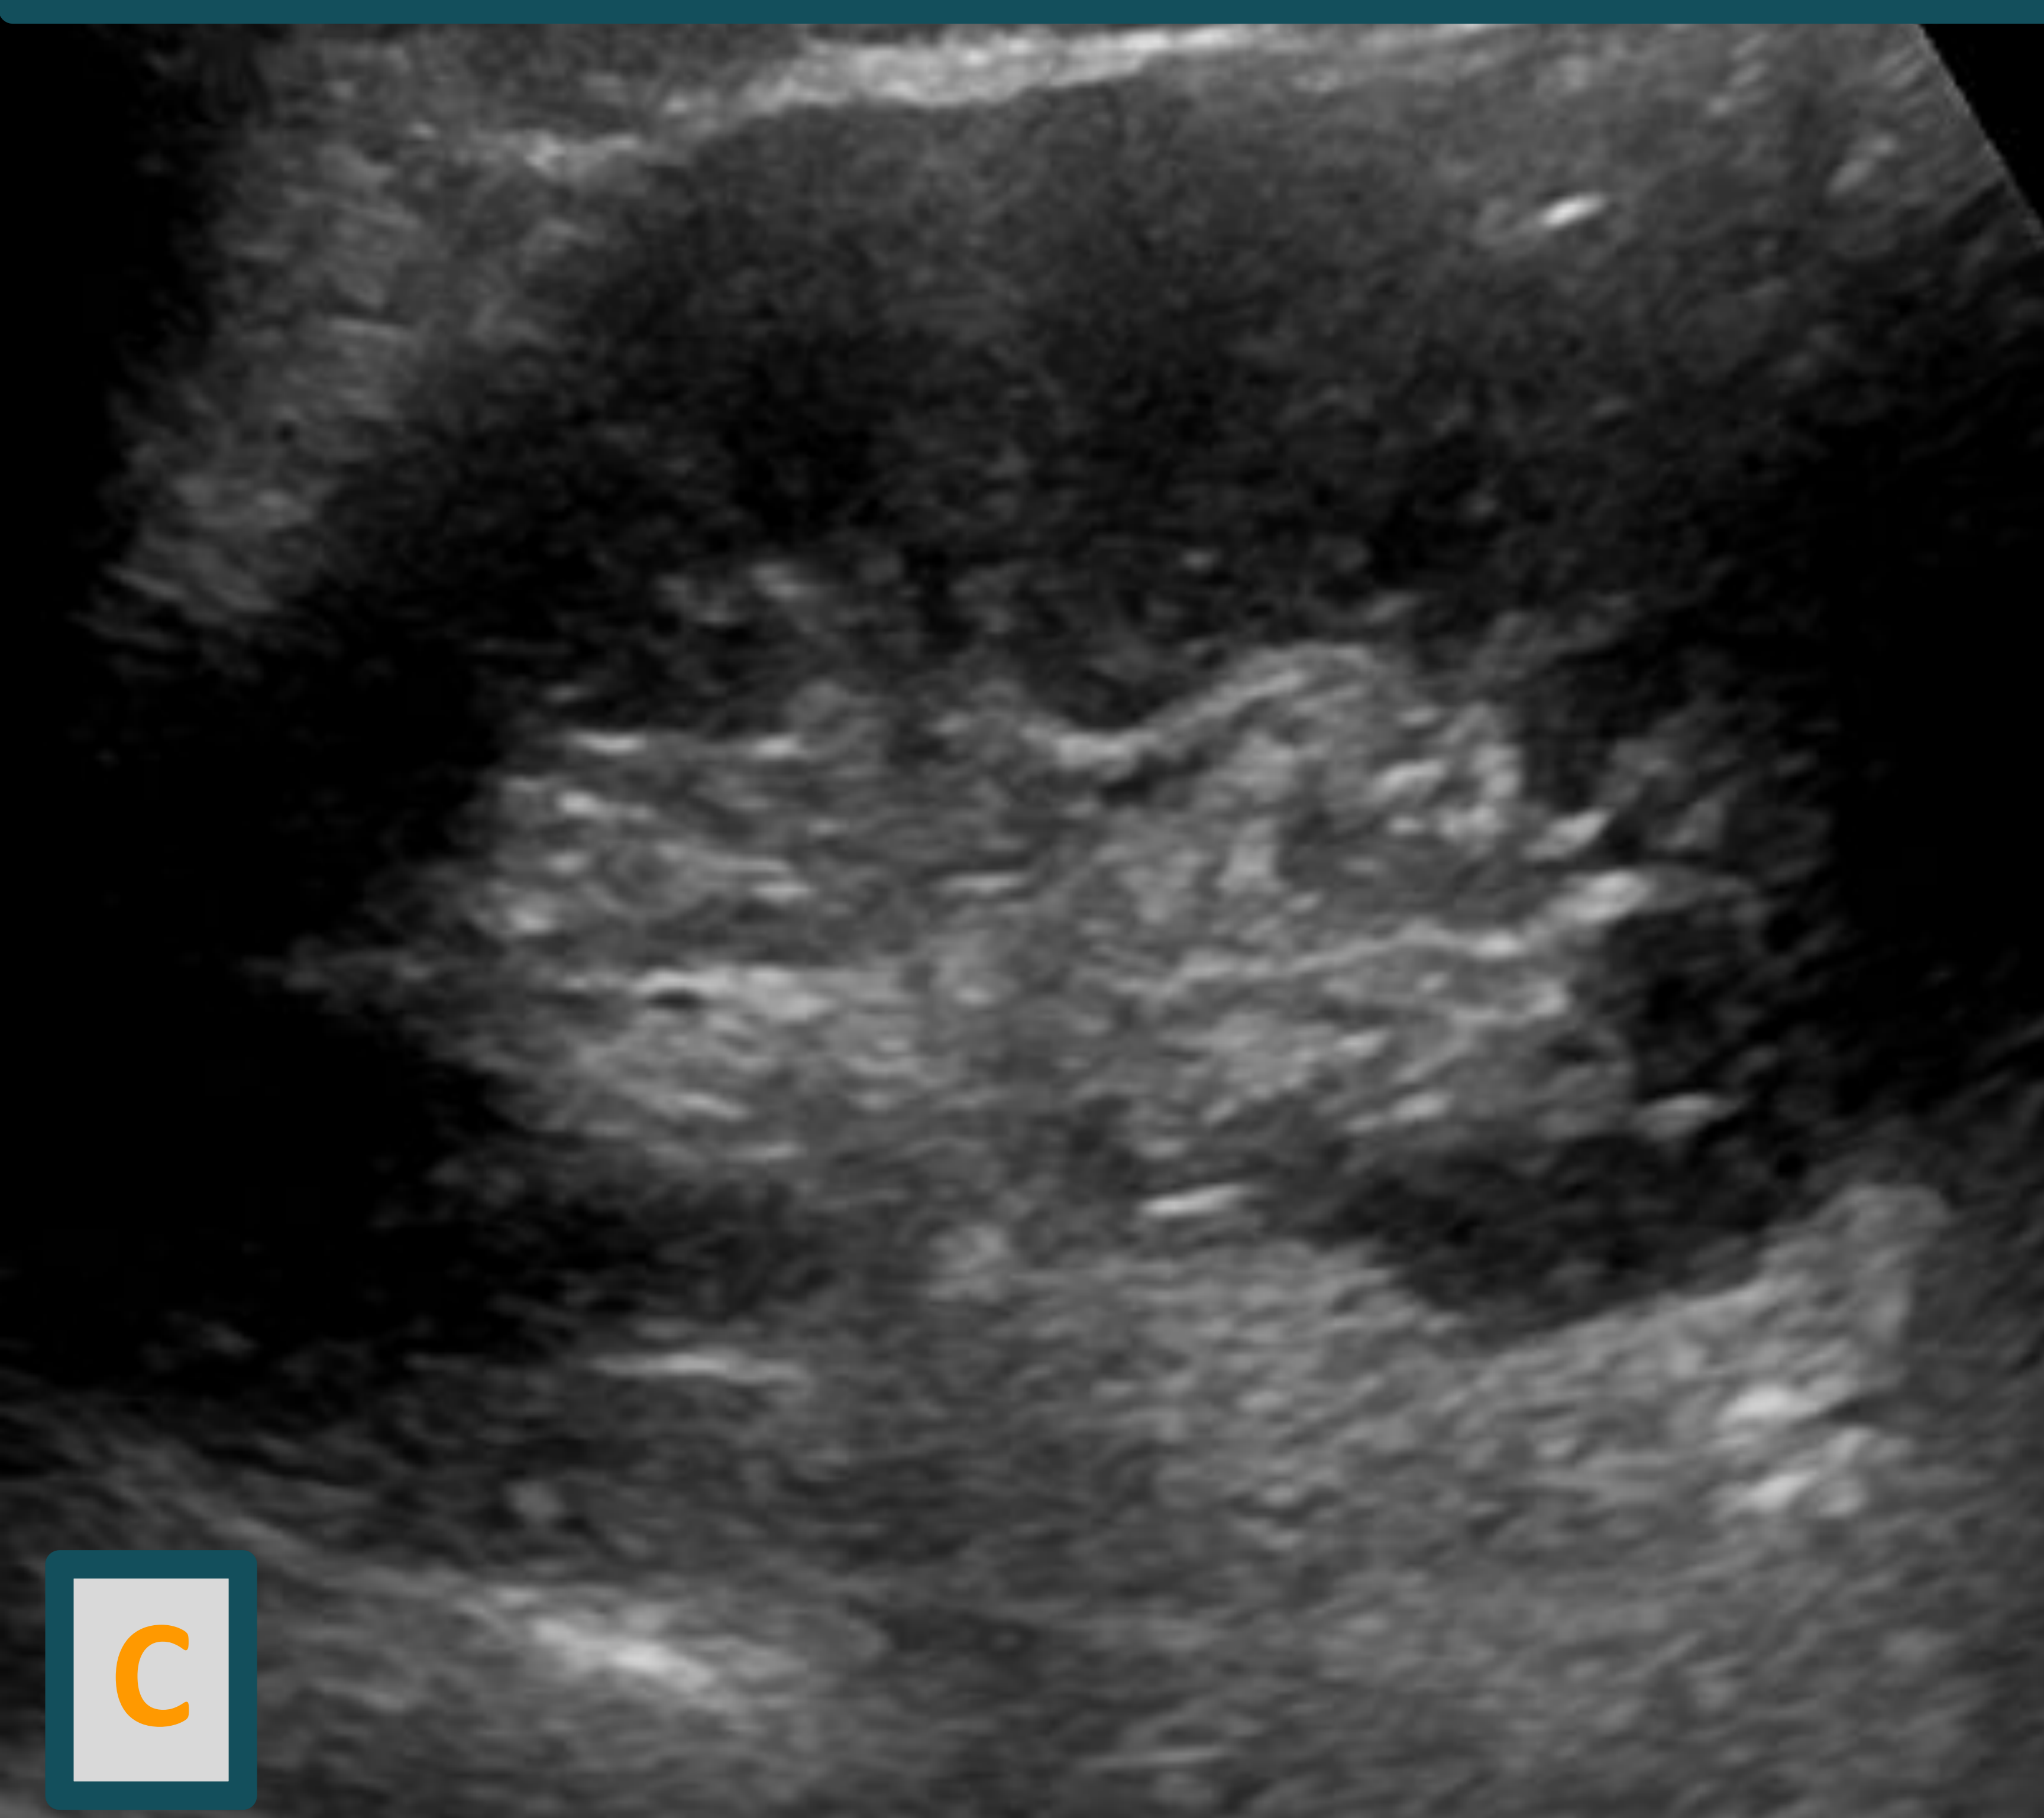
A y B: Ecografía que muestra plano longitudinal (A) y medición de apertura pielica anteroposterior del riñon derecho axial (B) con ectasia ureteropielocalicial
